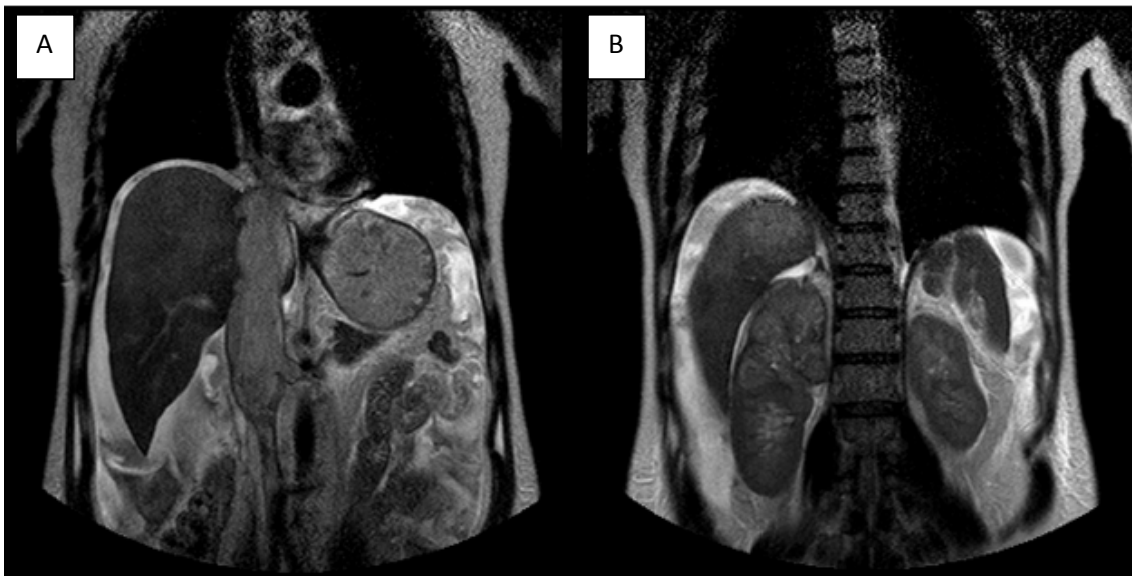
Resonancia magnética. A) Se observa la afectación de la vena cava inferior. B) Se aprecia el tumor renal derecho.
